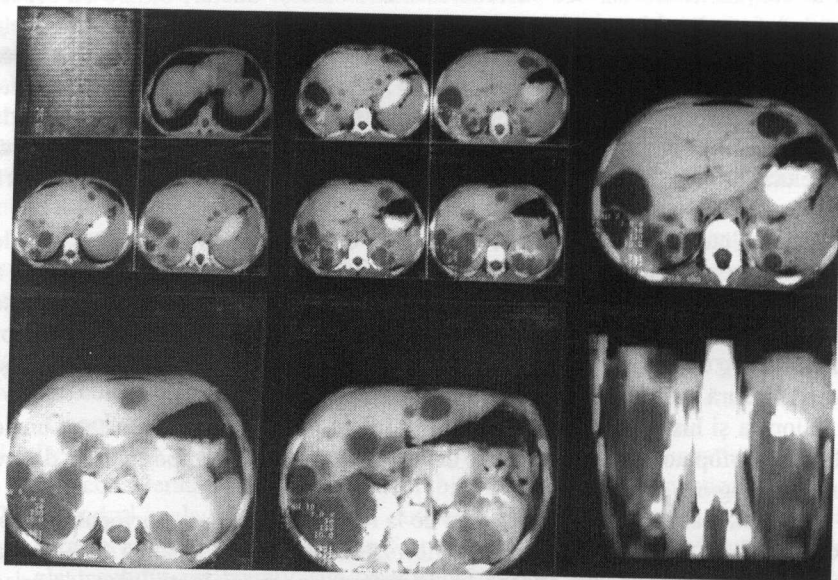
Tomografie computerizată a abdomenului. Polichistoză hepatică, a pancreasului și ambilor rinichi (de tip adult)
